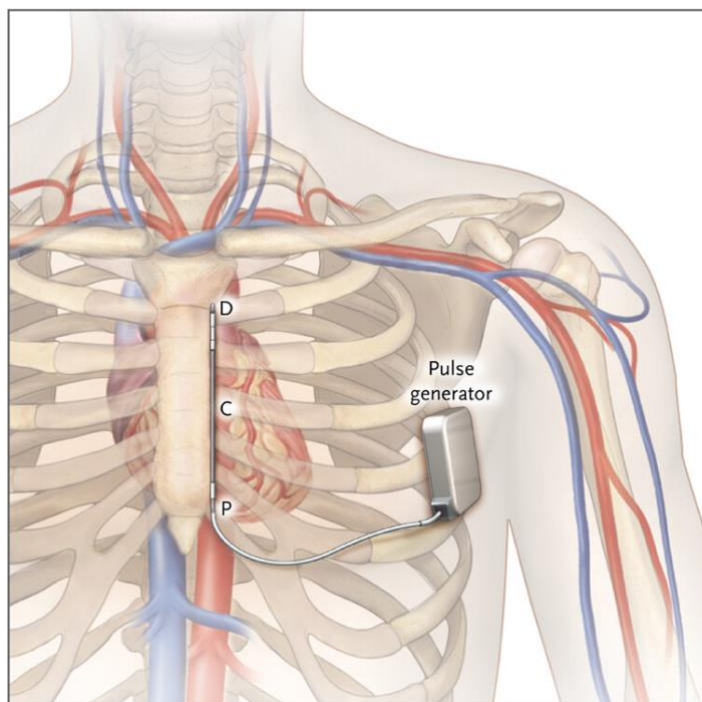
Disposizione dei componenti del S-ICD: elettrodi di sensing distali (D) e prossimali (P), elettrodo a bobina parasternale (C) e generatore laterale sinistro sottocutaneo.(104)
